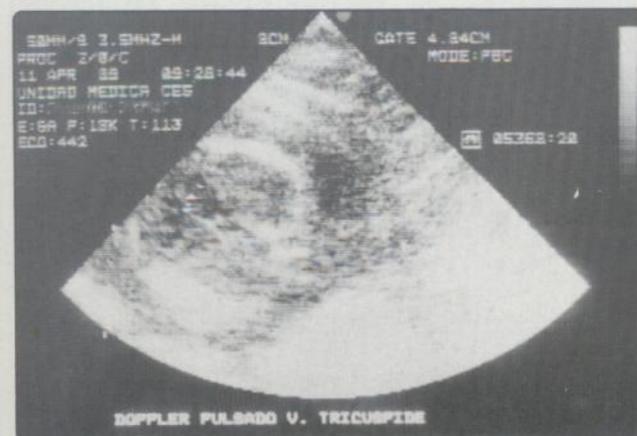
Doppler pulsado de la V. tricúspide. Se ha colocado a ese nivel el volumen muestra más pequeño posible en el equipo.
